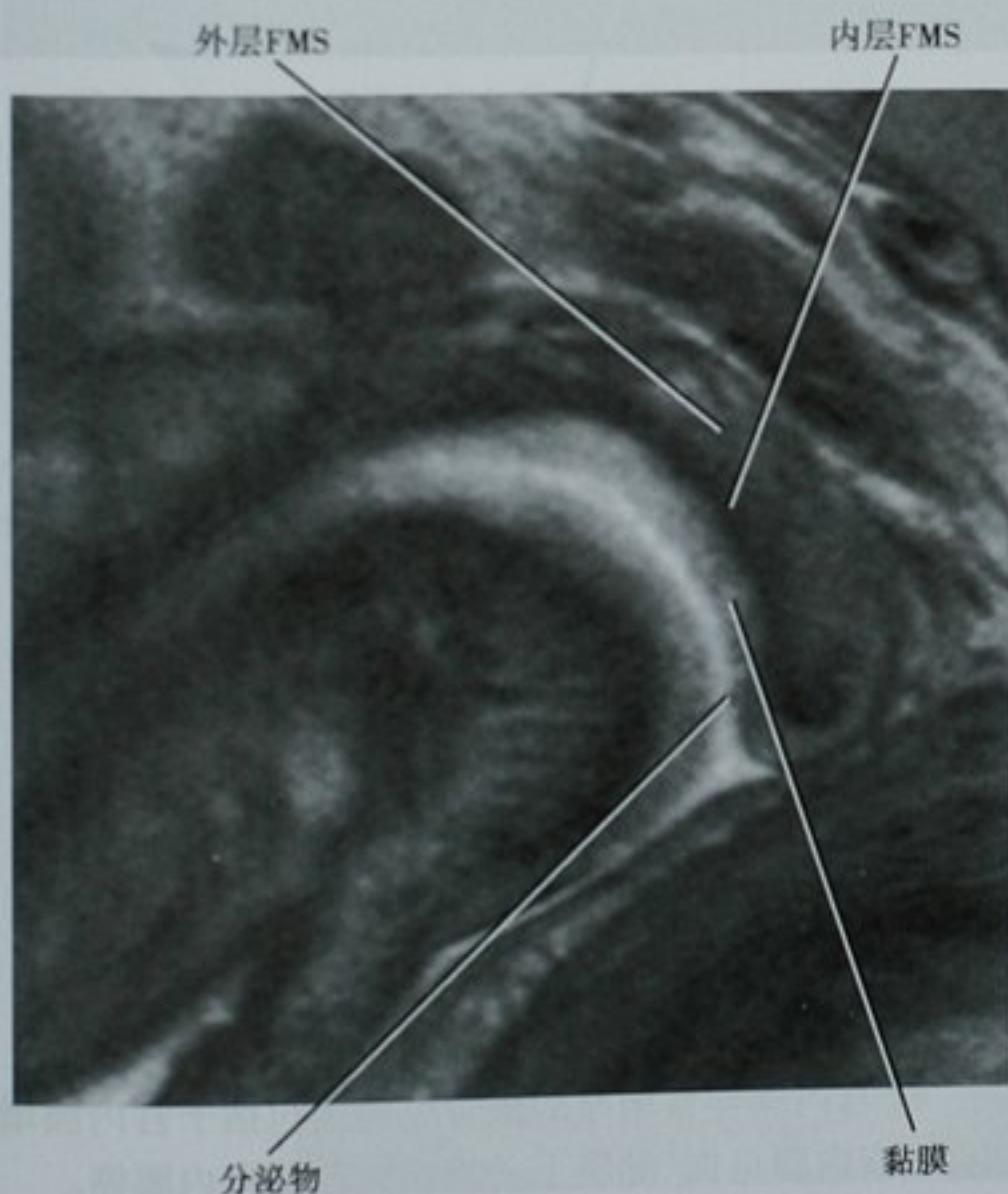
通过子宫颈的矢状位 T2 加权 MRI 图像显示正常的带状解剖结构。子宫颈内膜由非常高信号的分泌物和信号强度稍低一些的黏膜组成。肌纤维基质(FMS)分为低信号的内层和一个中等信号的外层。FMS 信号强度取决于细胞的密度
